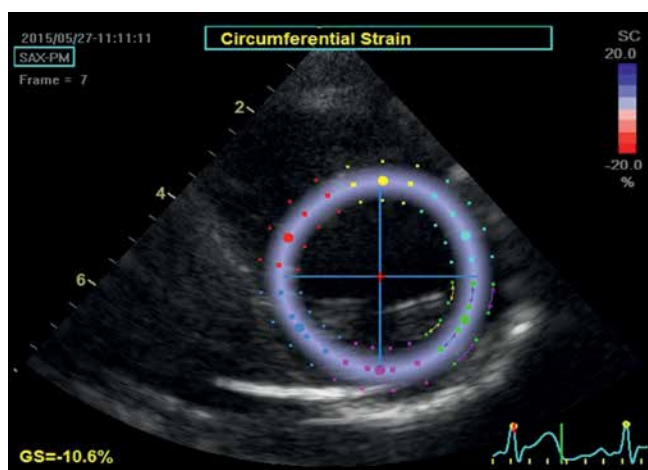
Parasternal transverse view of the left ventricle at the level of the papillary muscles. The image is used to determine the circumferential strain. The strain is analyzed in the tangential direction to the lines delineating the borders of the ROI (arrows) laid on the image in a similar manner as in Fig. 2. Similarly, the ROI was automatically divided into six equal color-coded segments corresponding to anatomical segments. The image was captured at late diastole, at a time point when speckles move away from each other, therefore the whole analyzed region is coded in a uniform blue color, indicating a homogeneous contraction throughout all analyzed segments
